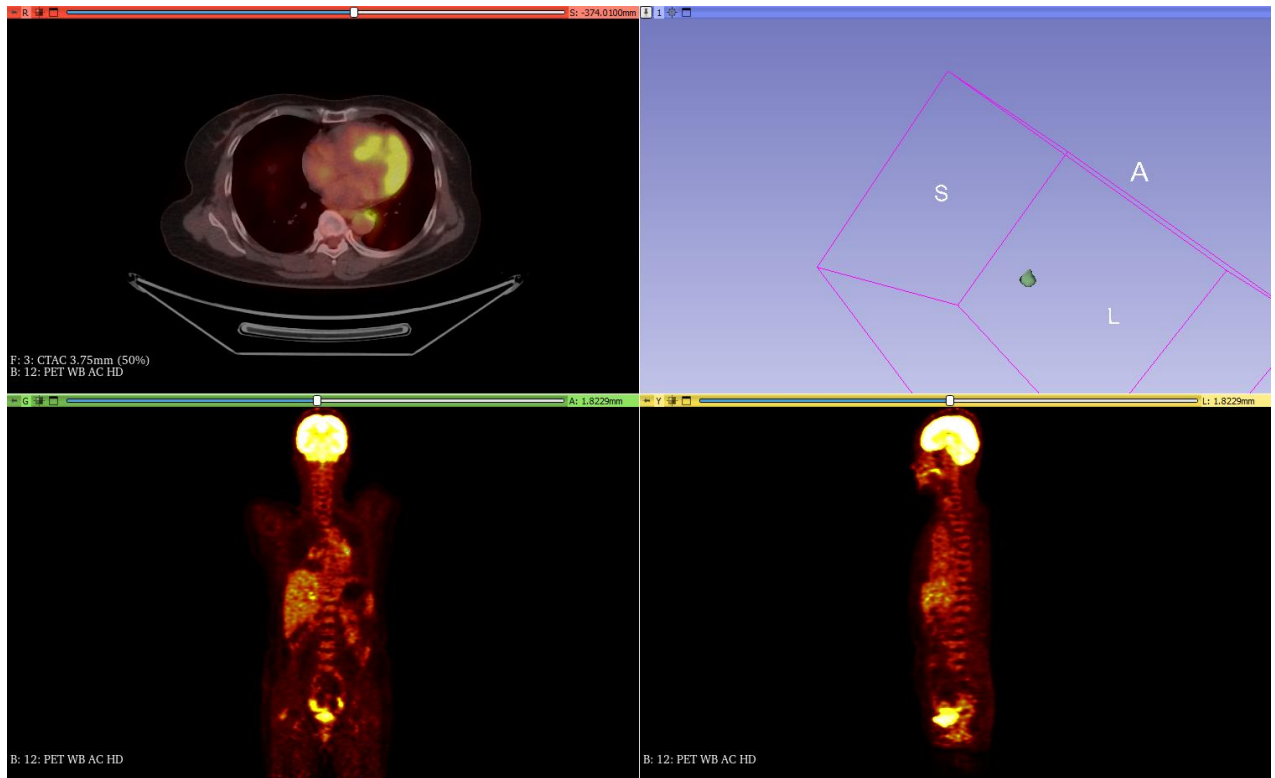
Ảnh PET/CT và một ảnh lát cắt của bệnh nhân UBHN27, đã được bác sĩ 01 khoanh vùng và trích trọt thể tích u, xóa các bộ phận khác xung quanh giúp chúng ta có thể quan sát rõ hơn về khối u.
